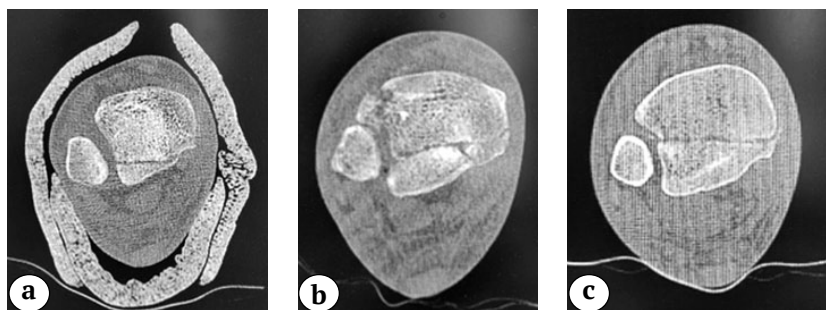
Различия в размерах отломка заднего края ББК на аксиальных срезах КТ разных пациентов:
